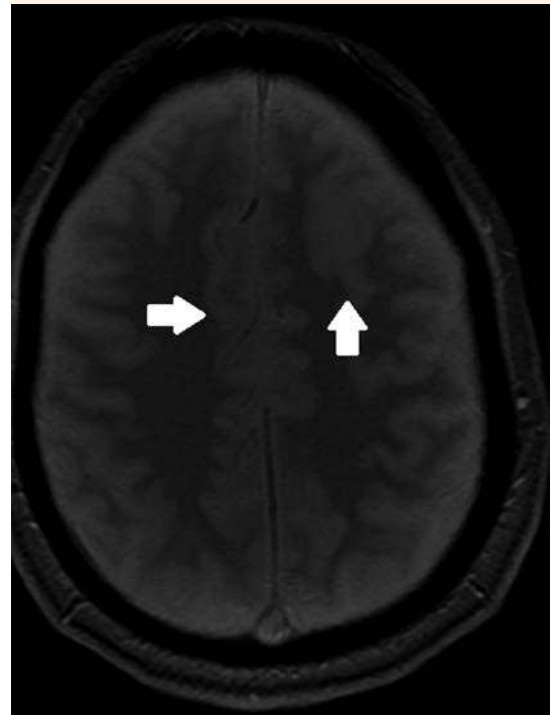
Resonancia magnética nuclear: corte sagital en fase T2 con evento agudo isquémico del lóbulo frontal condicionado por trombosis de vena cortical frontal izquierda.
